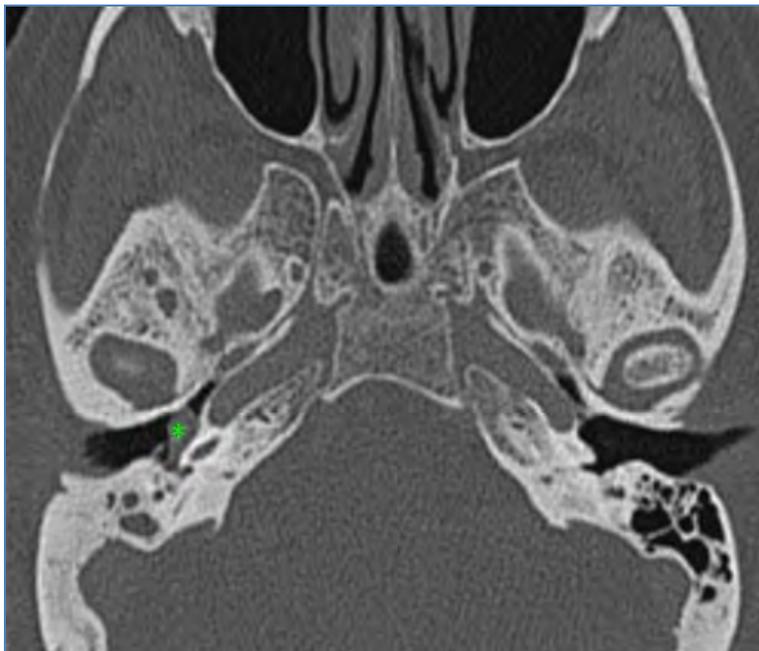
TC de alta resolución de hueso temporal, cortes transversales y con ventana para hueso. Femenino con lesión homogénea con unidades de atenuación de tejidos blando en oído medio derecho, con afección cadena osicular y extensión celdillas mastoideas.
